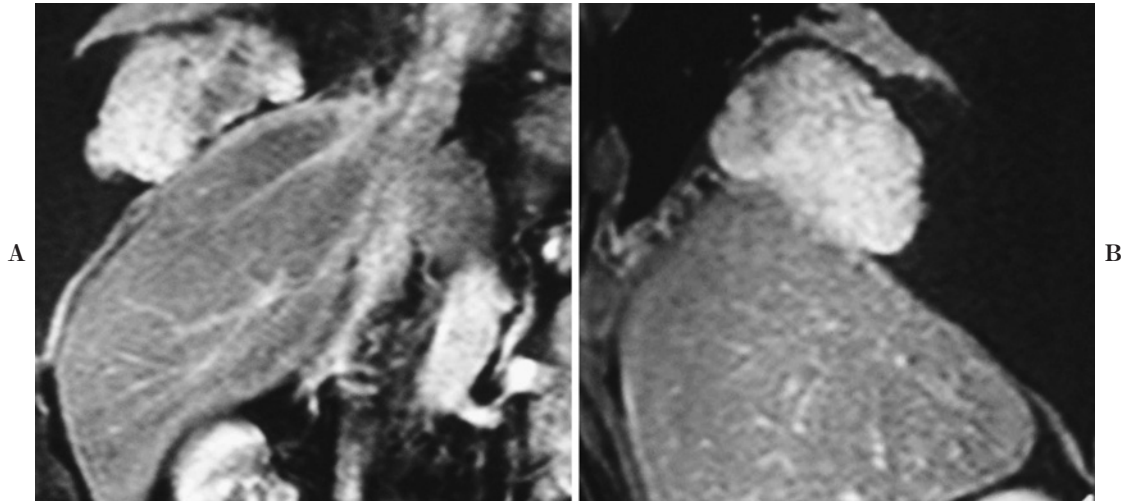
T2-weighted MR image on admission, (A) coronal image, (B) sagittal image showing a large mass extensively attached to the diaphragm and the lung.
